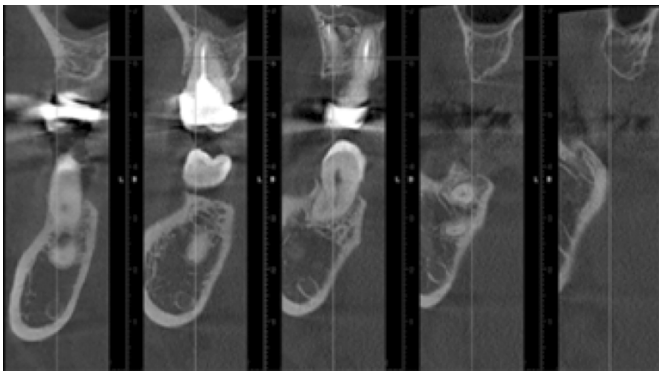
3В. Срез КТ в области зуба 2.7. Визуализируется очаг деструкции 7,10 мм. Периодонтальная щель расширена. Корневые каналы запломбированы до верхушки корней
